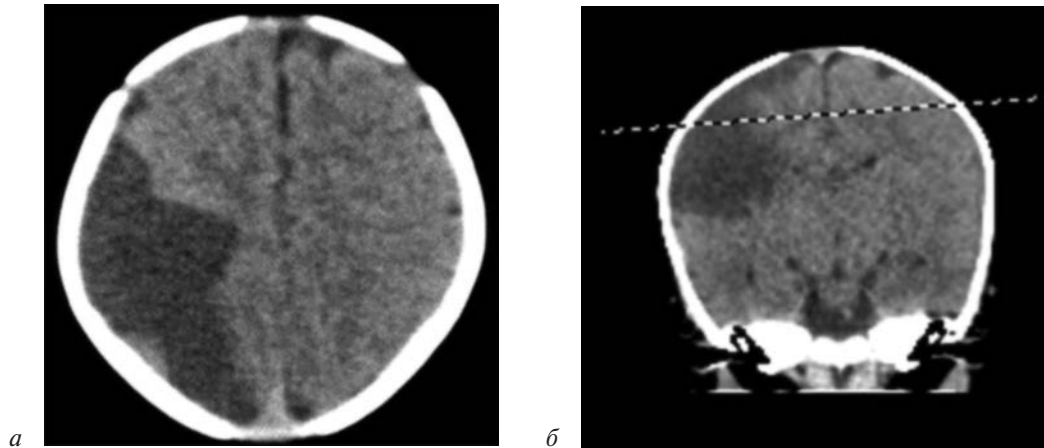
Компьютерная томография головного мозга: сформировавшийся постинсультный очаг в левом полушарии (а, б)
